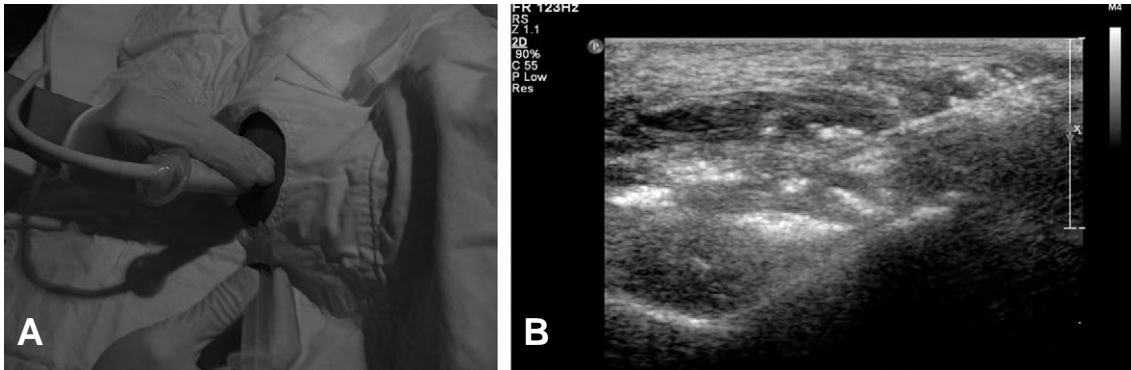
We used musculoskeletal ultrasound in an effort to more accurately localize the PRP injection. (A) Platelet-rich plasma injection technique using Peppering technique, (B) Ultrasound guided injection.
